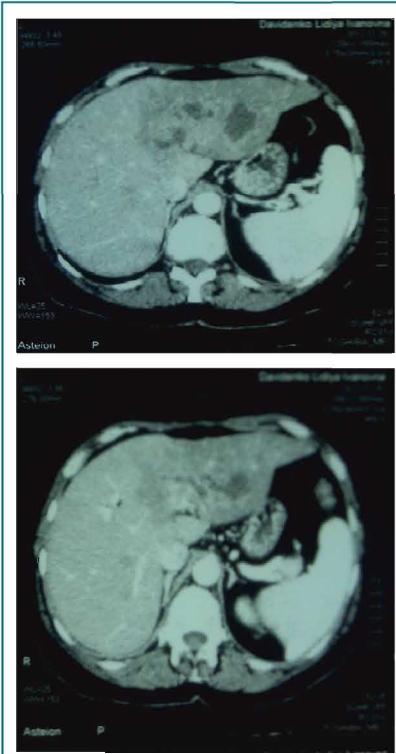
Комп'ютерна томографія печінки хворої Д. до лікування
